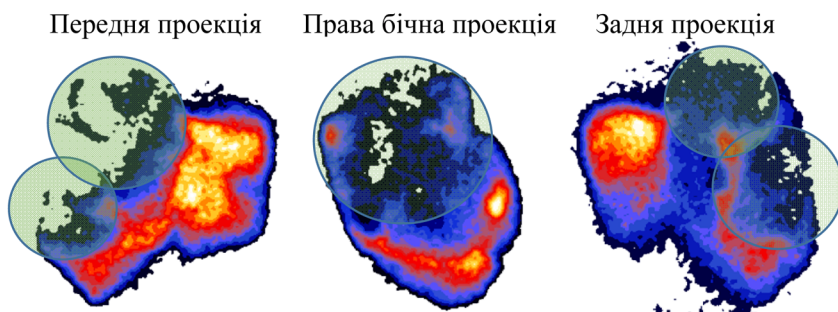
Гепатосцинтиграми при множинному вогнищевому ураженні (МТС)
